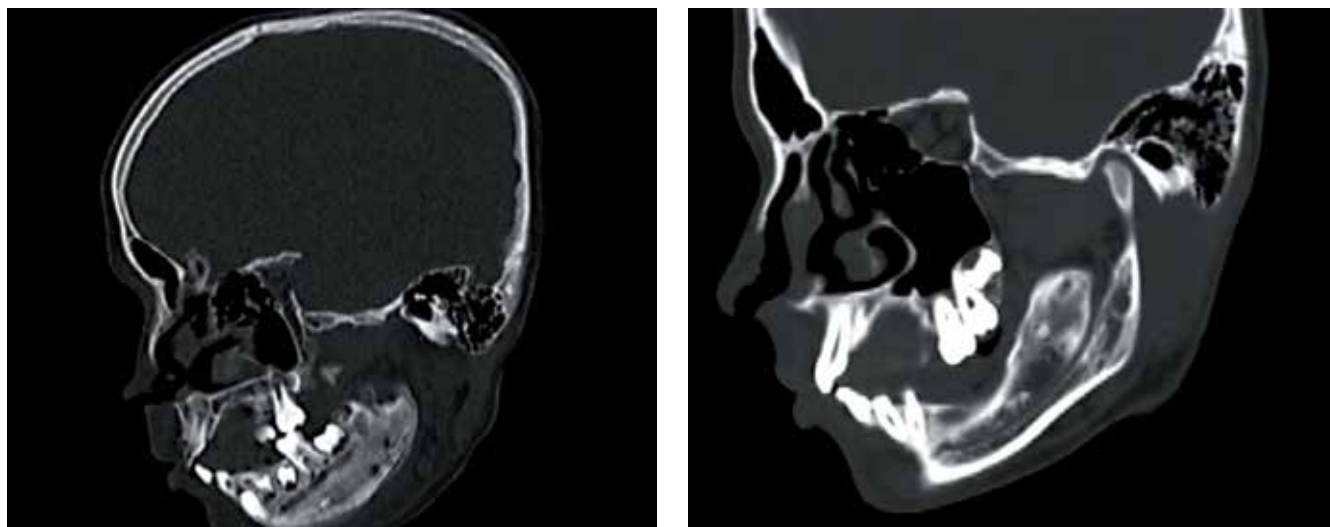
Компьютерная томография, трехмерная реконструкция. Отсутствие распространения процесса за пределы пораженной кости (4 пациента)
